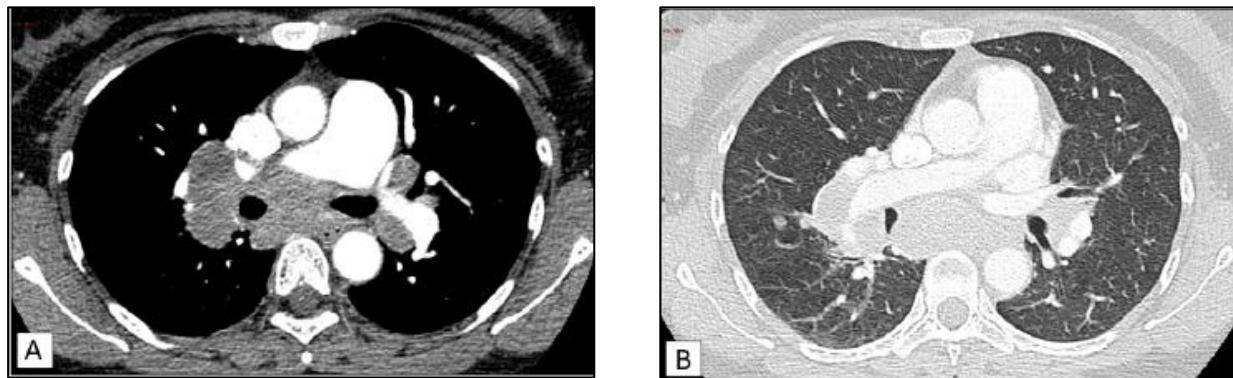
TC torácica onde é possível observar várias adenopatias que comprimem extrinsecamente a artéria pulmonar direita, aumentando significativamente o calibre do tronco pulmonar em comparação com a artéria aorta (imagem A). Não existe envolvimento do parênquima pulmonar associado (imagem B). Este fenómeno é muito mais frequente em pacientes com doença de longa evolução, na qual existe fibrose e calcificação das adenopatias, e estadio IV. Retirado de *Nunes et al* (38).
